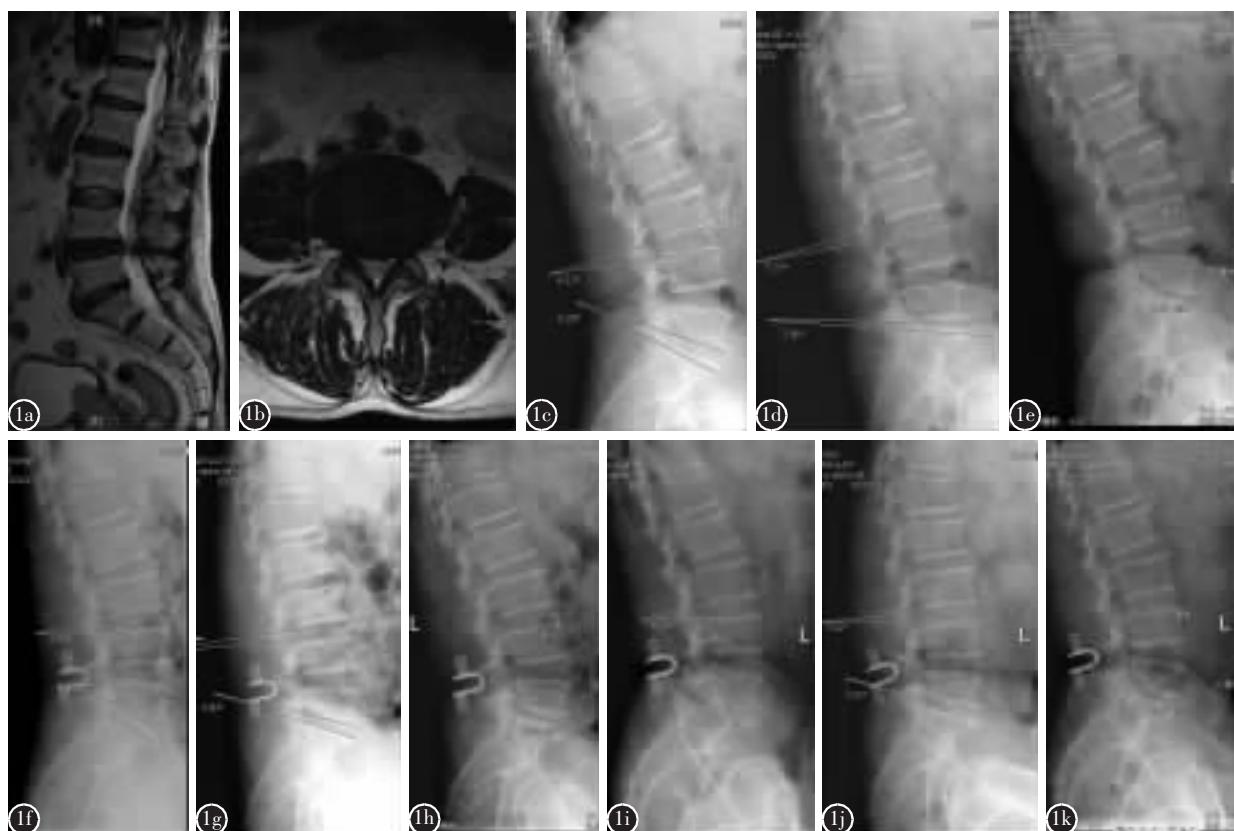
患者男,45岁 a、b术前MRI矢状位及轴位片示L4/5椎管狭窄 c、d在术前过伸及过屈动力位X线上测量L3/4、L5/S1活动度分别为 2.75° 及 4.69° e术前侧位X线上测量L3/4、L5/S1椎间隙高度分别为15.92mm及9.01mm f、g行L4/5后路椎管减压、Coflex置入术后2年,在过伸及过屈动力位X线上测量L3/4、L5/S1活动度分别为 7.84° 及 7.48° h术后2年L3/4、L5/S1椎间隙高度分别为15.68mm及8.66mm i、j术后5年L3/4、L5/S1椎间活动度分别为 6.62° 及 9.78° k术后5年L3/4、L5/S1椎间隙高度分别为14.53mm及8.52mm
